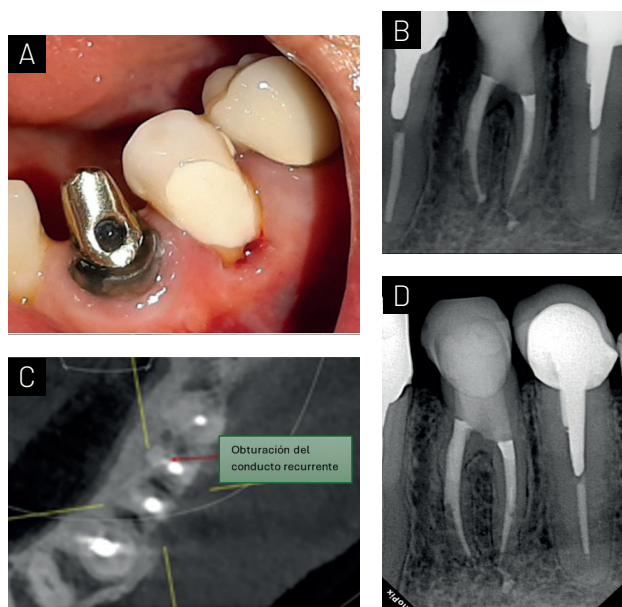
A) Se realizó la preparación biomecánica de los conductos a longitud de trabajo y se dejó medicación intraconducto. 15 días después el tracto sinuoso ha desaparecido. B) Radiografía de obturación final. C) Corte axial de CBCT de control a un año de tratamiento, se observa obturación de conducto recurrente en raíz distal. D) Control radiográfico a dos años del tratamiento, evidencia regeneración ósea y desaparición de procesos osteolíticos.
